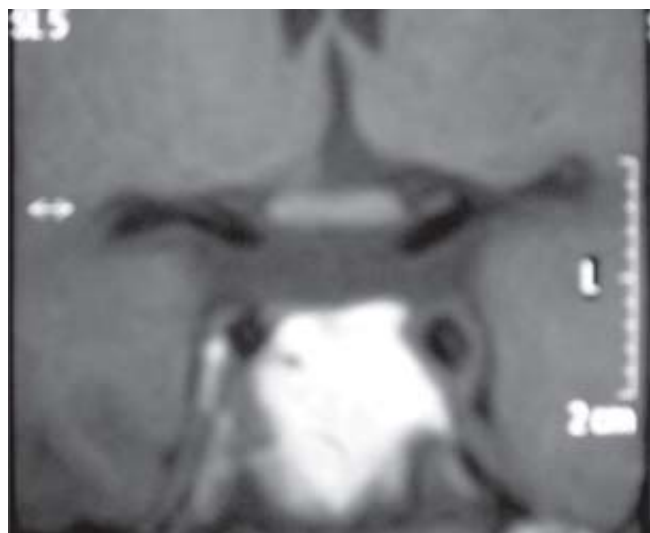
RMN de hipófisis: corte coronal en T1.
